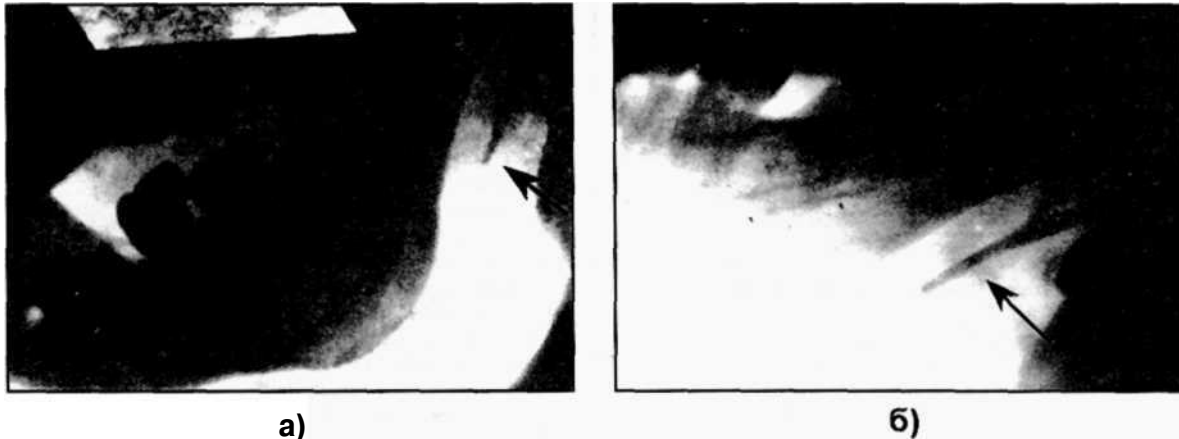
Рентгенограмма шиловидного отростка височной кости в норме (а) и при синдроме Eagle (б).
